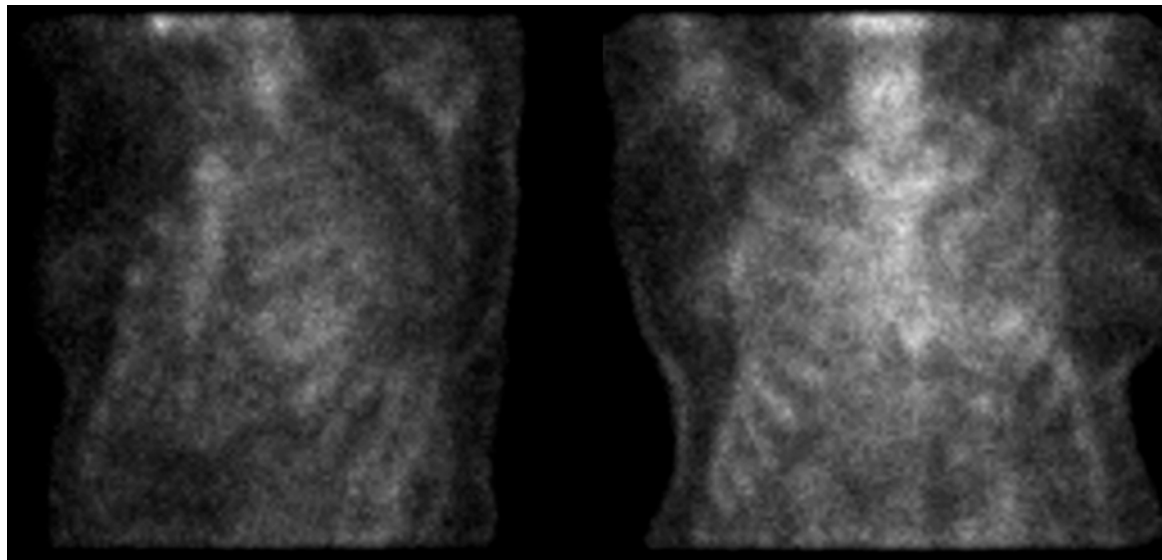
Результат планарной сцинтиграфии с  $^{99m}\text{Tc}$ -пирофосфатом у пациентки К. интерпретируется как сомнительный. Нельзя исключить наличие очагового включения РФП апикальной локализации. К сожалению, исследование в режиме ОЭКТ/КТ не проводилось.
